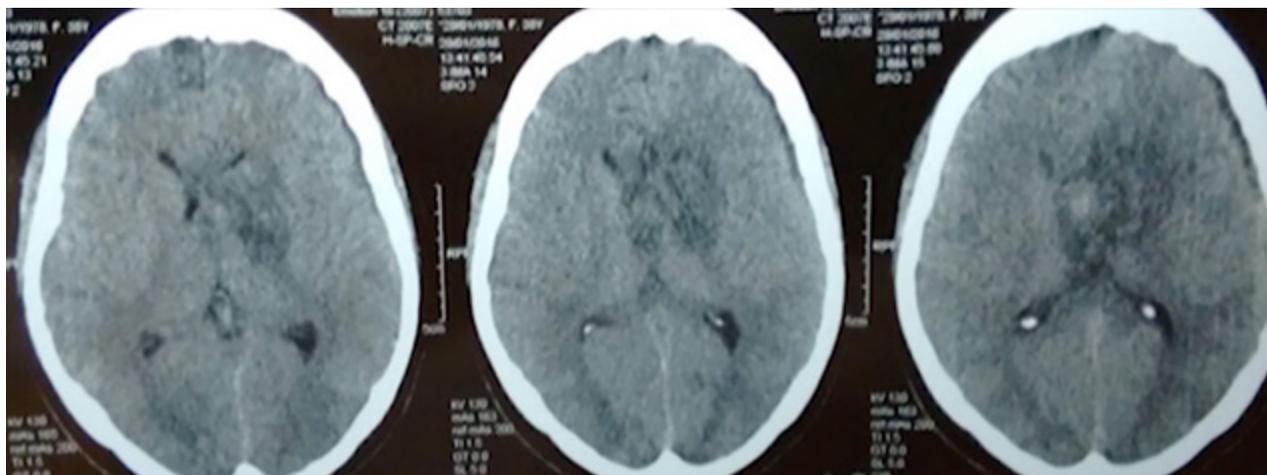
Tomografía axial computada de encéfalo postoperatoria
